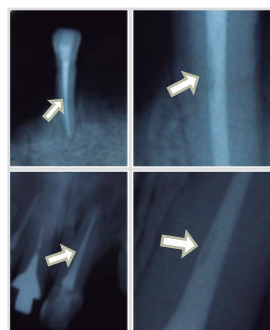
Radiografías con densidad deficiente (presencia de poros o áreas radiolúcidas en su relleno), por lo tanto la calidad es no aceptable.
